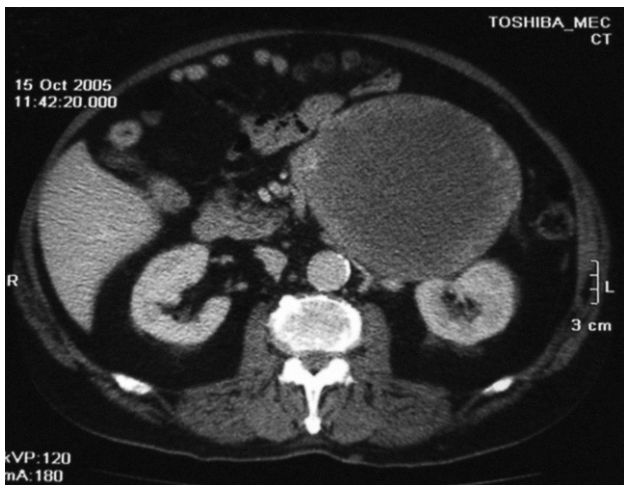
Imagen de la lesión en tomografía computarizada abdominal a mayor aumento.
